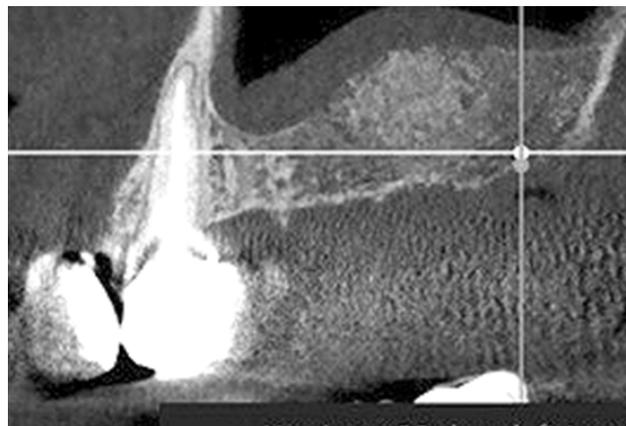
Сагиттальная плоскость области костной пластики материалами bioOST, bioPLATE спустя 5 мес. Конусно-лучевая компьютерная томография.
